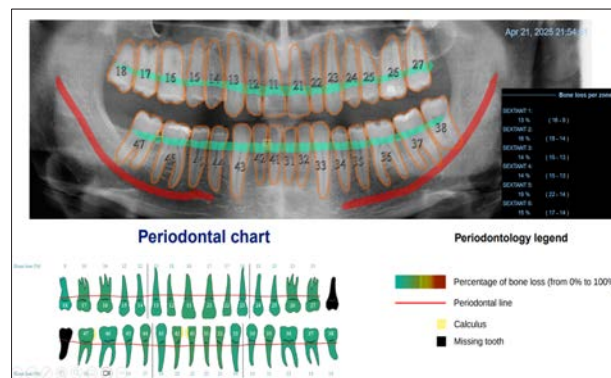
Результати опрацювання ортопантомограми пацієнта А з використанням моделі штучного інтелекту програмного забезпечення WeDiagnostiX (WeDiagnostiX, Франція)
